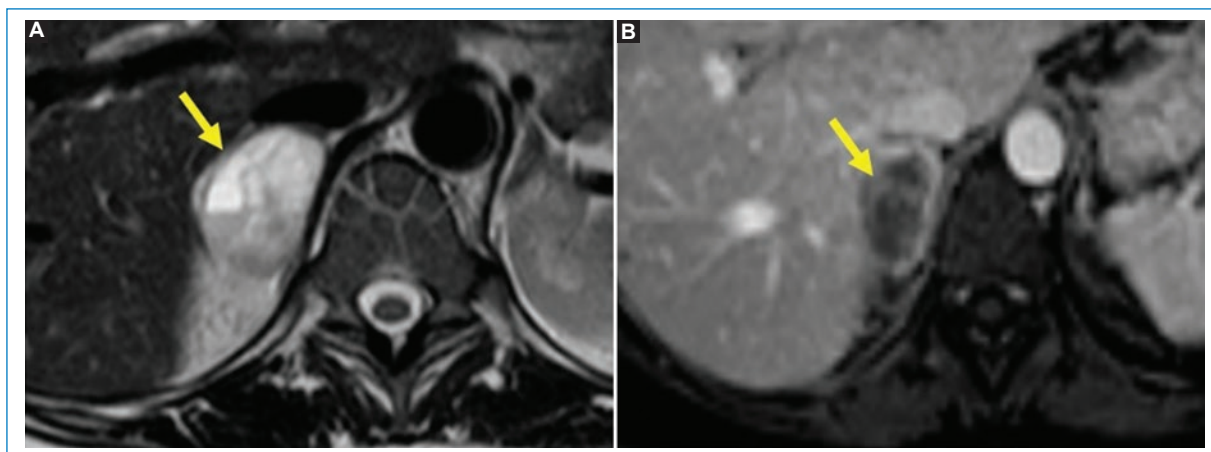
Resonancia magnética de un feocromocitoma. En la secuencia T2 tiene un aumento intenso de la señal, conocido como «signo de la bombilla» (A), y hay un realce heterogéneo en las secuencias posterior a la administración del medio de contraste (B).
